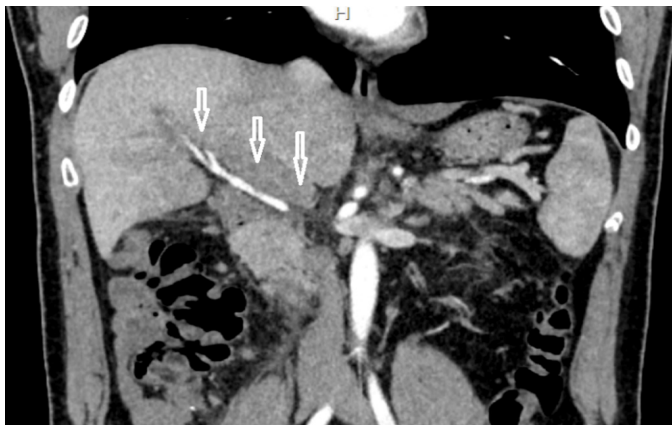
Olgunun akut apandisit tanısının bilgisayarlı tomografi tanısı.
